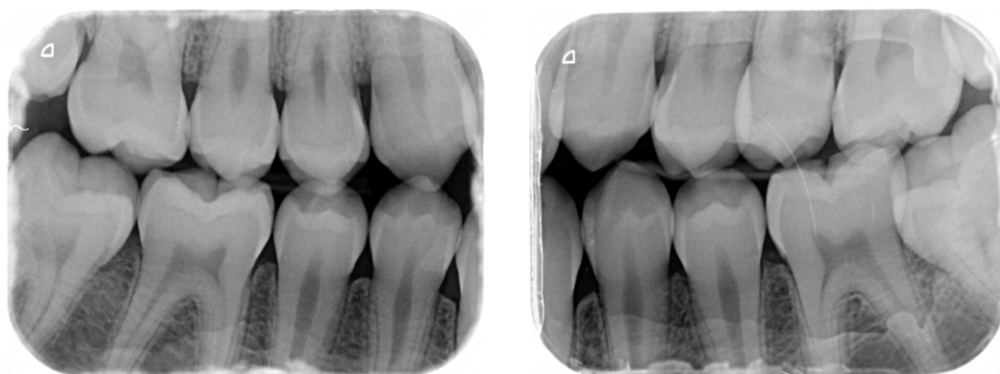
Radiografías de aleta de mordida derecha e izquierda
